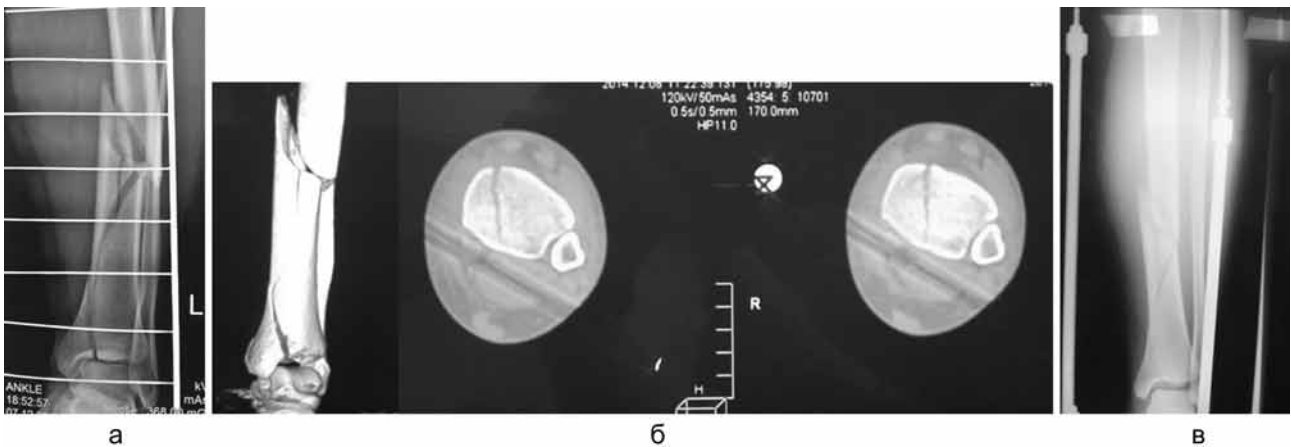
Рентгенограммы и КТ левой голени больной С., 43 года, с диагнозом: «Перелом дистального эпиметадиафиза левой большеберцовой кости, перелом верхней трети диафиза малоберцовой кости» тип С1: а – рентгенограмма в прямой проекции при поступлении; б – КТ после травмы: линия перелома проходит через суставную поверхность большеберцовой кости в области медиальной колонны, смещение фрагмента более 2 мм; в – рентгенограмма в прямой проекции после фиксации левой нижней конечности АВФ: сохраняется незначительное угловое смещение отломков на уровне с/3 диафиза. ΔЭДУ = 3 градуса
